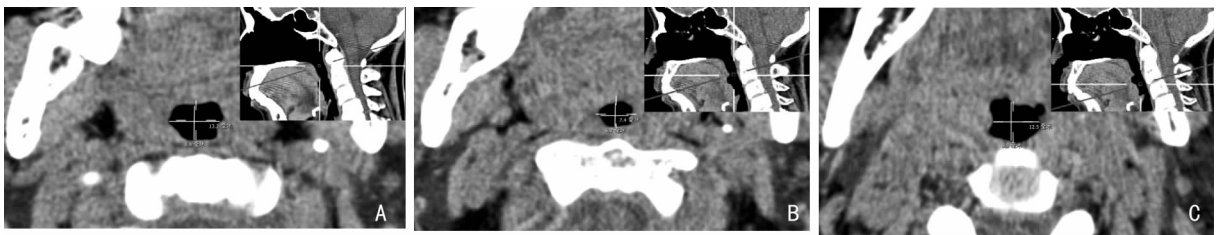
上气道不同层面 CT 测量 A:软腭后区;B:悬雍垂后区;C:舌后区
